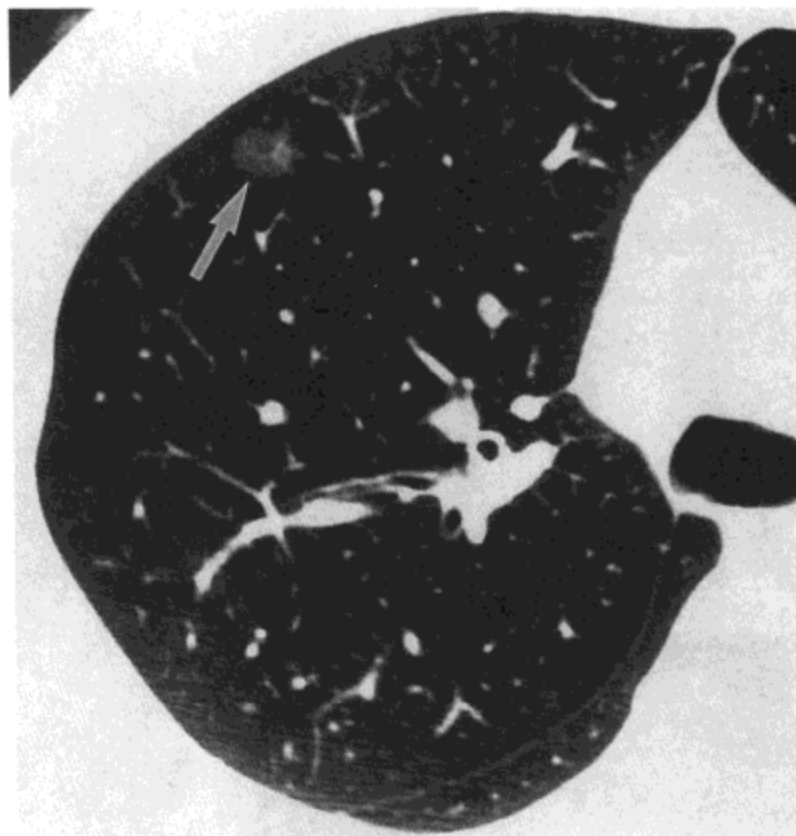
细支气管肺泡癌。主动脉弓水平高分辨率CT影像(1.0mm层厚)示右肺上叶内1cm直径结节状磨砂玻璃影(箭号)。病人男, 55岁, 患非黏液性细支气管肺泡癌。
